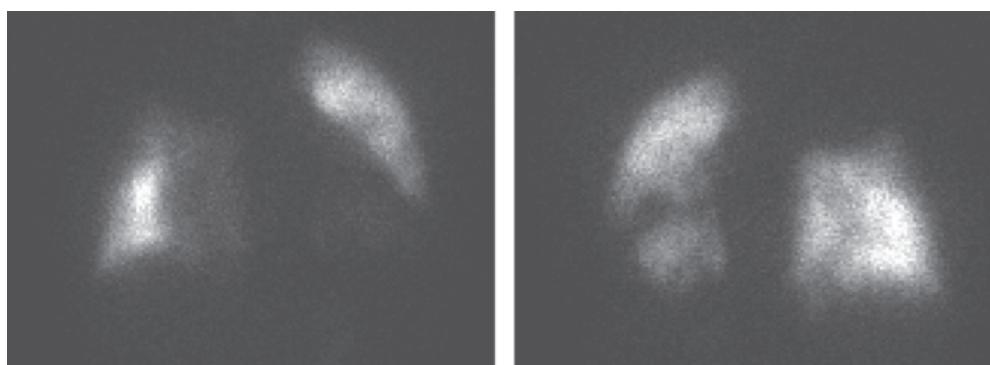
Сцинтиграфия больного Д. 22 лет. Слева – передне-задняя позиция, справа – задне-передняя позиция. Нарушение капиллярного кровотока в легких очагового характера: в сегментах 1–4, 6, 10 правого легкого и 3, 4, 6, 8, 9 левого легкого
